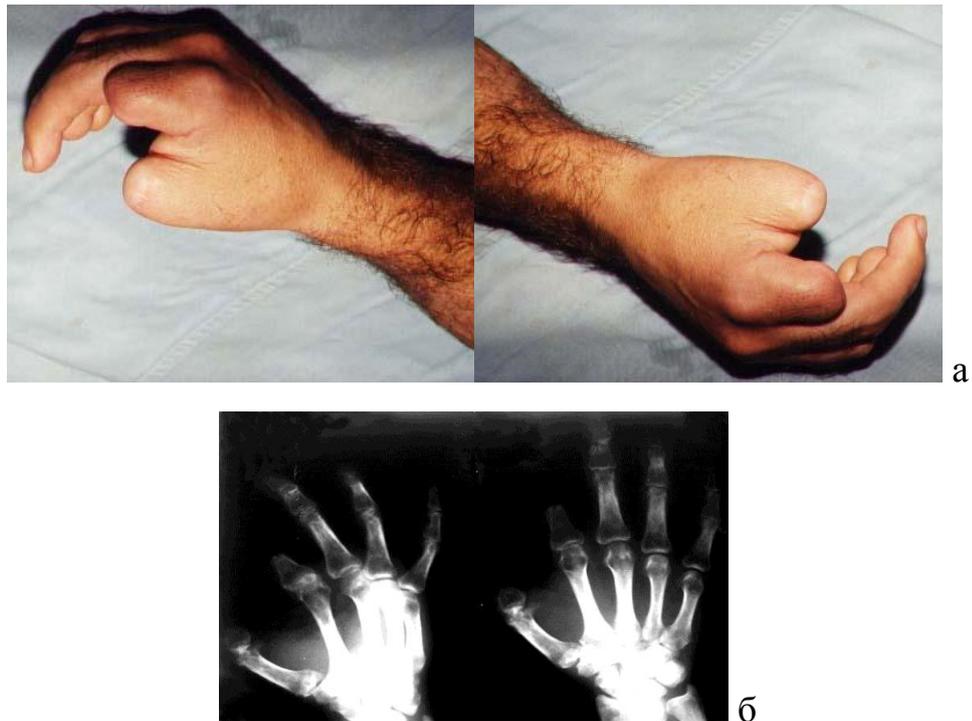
♂, 43 года. Диагноз: посттравматический дефект первого и второго пальца правой кисти на уровне основной фаланги; неврома пальцевых нервов культи второго пальца правой кисти; смешанная контрактура пястно-фалангового сустава второго пальца правой кисти; а – состояние кисти до реконструктивной операции; б – рентгенограмма кисти до реконструктивной операции.
